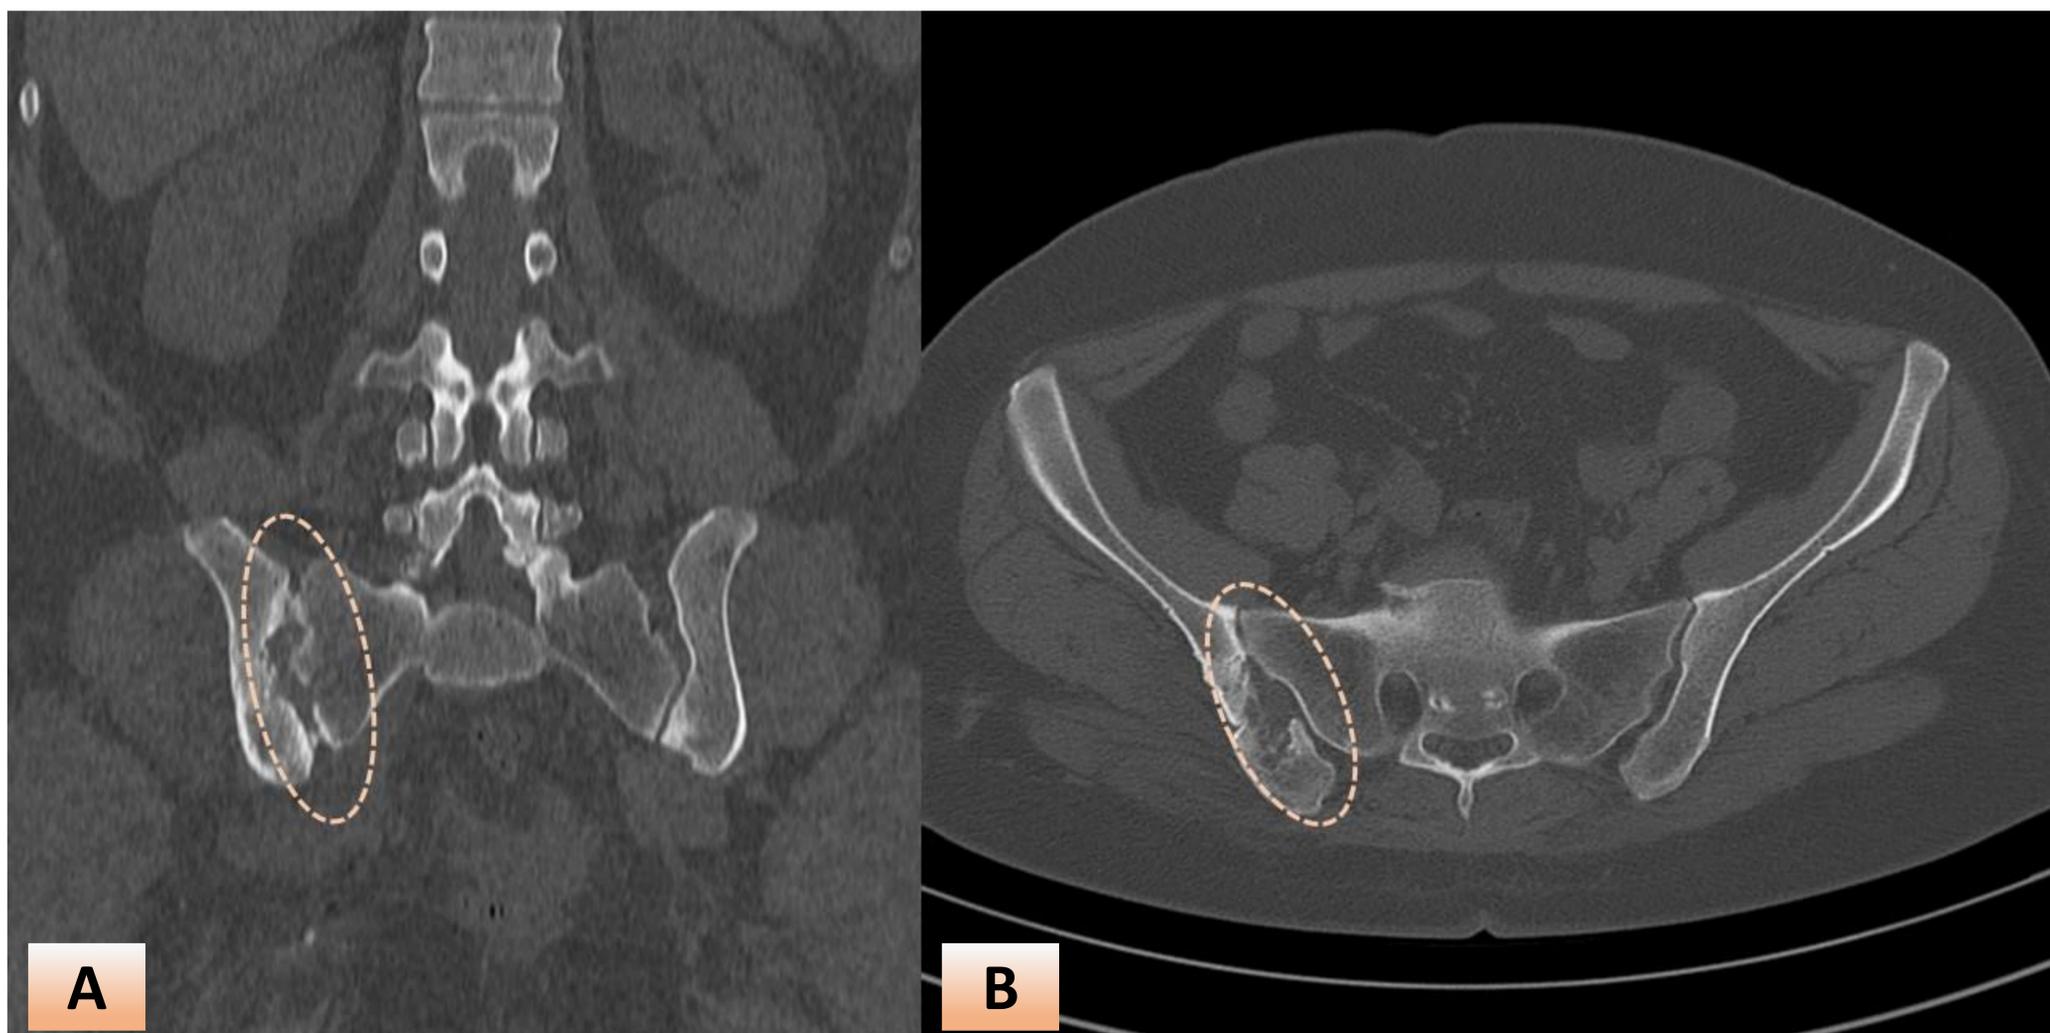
SACROILEITIS TUBERCULOSA: Reconstrucción coronal (A) y corte axial (B) de TC de pelvis, con ventana adecuada para valorar las estructuras óseas. Se reconocen lesiones líticas, en sacabocado, en la cortical de las estructuras óseas confrontadas (línea punteada) de la articulación sacroilíaca derecha.
